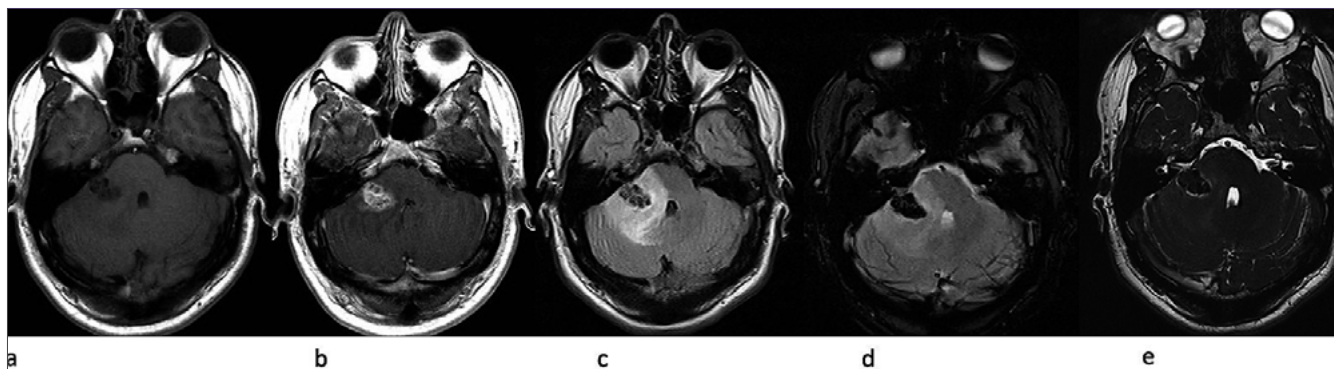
RM con Gadolinio (Gd). Secuencias ponderadas en T1 (a), en T1 con Gd; (b), En FLAIR; (c) Secuencia SWI; (d) y Secuencia CISS; (e). Lesión hipointensa en secuencias T1 y T2 que crece desde la cisterna del ángulo pontocerebeloso hacia el parénquima quedando rodeada por un halo hiperintenso de LCR como se ve en la secuencia CISS. Realiza con el Gd, se acompaña de edema vasogénico perilesional y ejerce leve efecto de masa sobre el 4º ventrículo. La secuencia SWI demuestra que presenta importante artefacto de susceptibilidad magnética.
